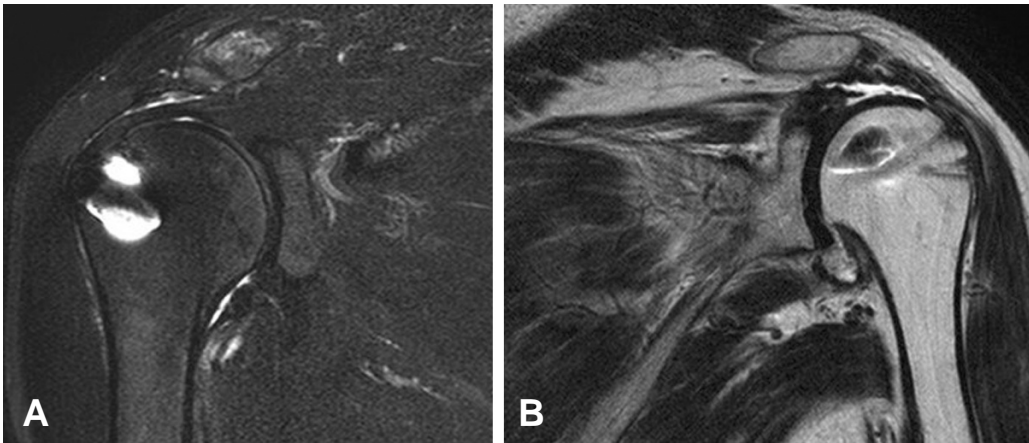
Follow up MRI showed intact cuff (A) or return and retracted cuff (B).
